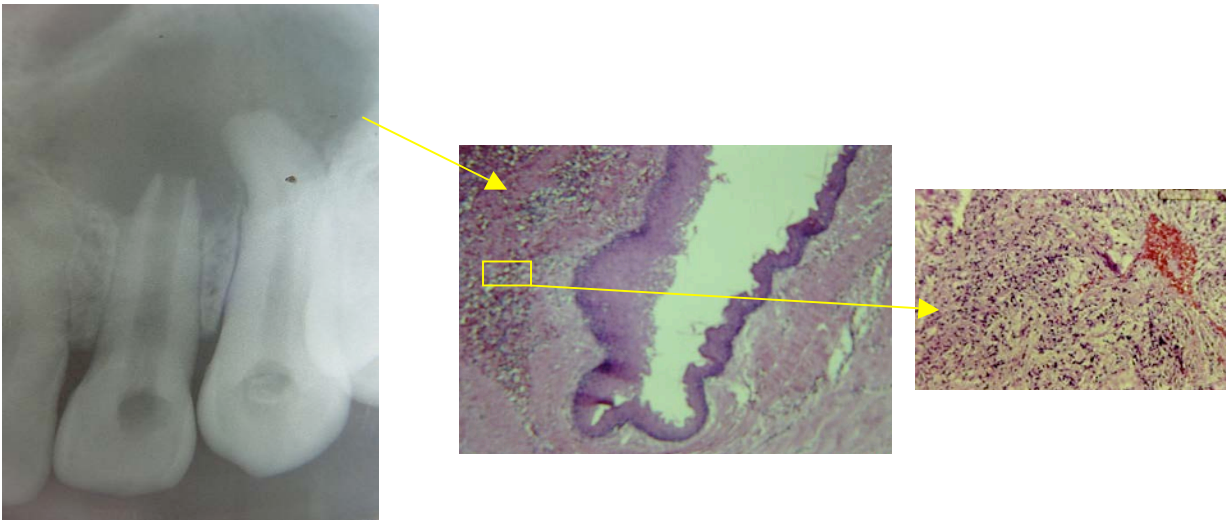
Quiste Periapical (QP) y rodeando a la lesión quística tejido inflamatorio crónico (IC)
